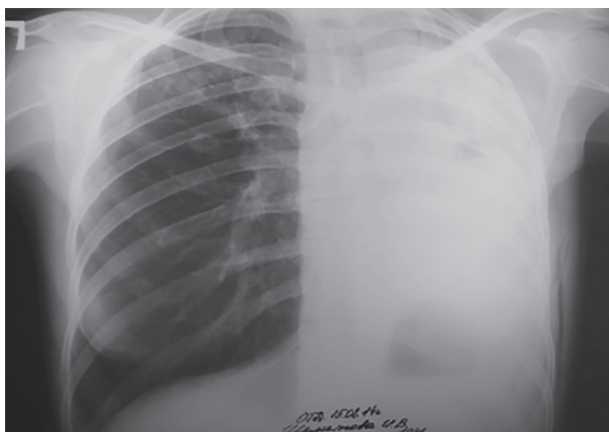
Оглядова рентгенограма хворої Ш. через 2 місяці після операції
